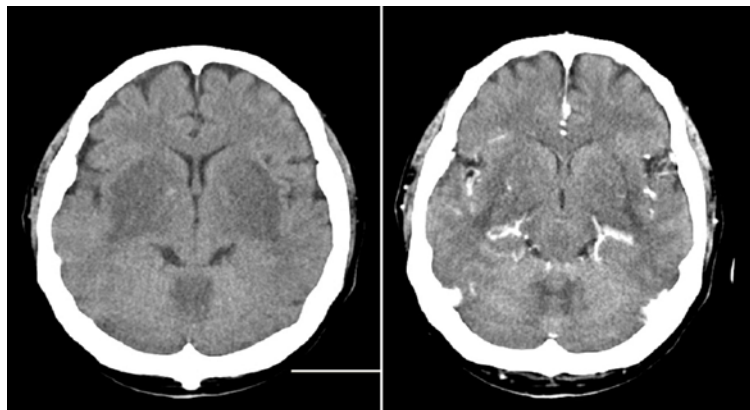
Brain CT shows low attenuation of bilateral basal ganglia and cerebellar vermis on hospital day 9.
